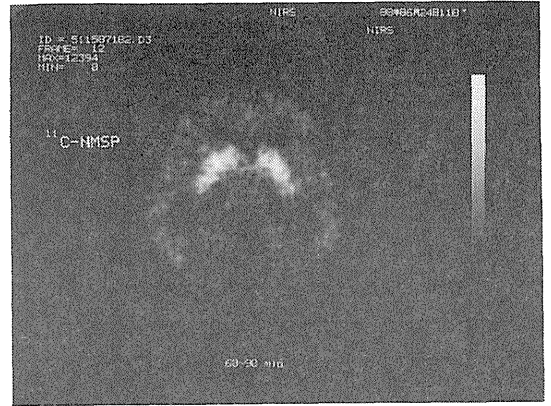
¹¹C-NMSPによる脳のポジトロンCT像。線条体に高い集積が見られる。
